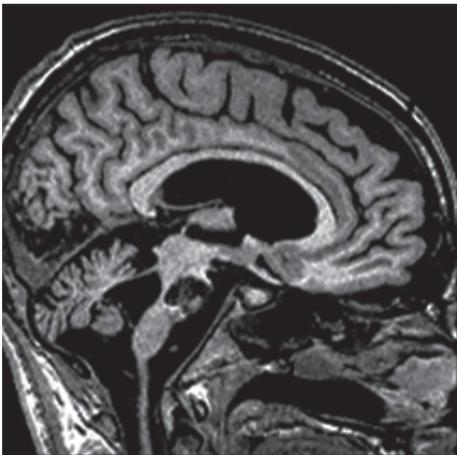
Resonancia magnética de un paciente con síndrome de enclaustramiento por una lesión de la porción ventral del puente.
